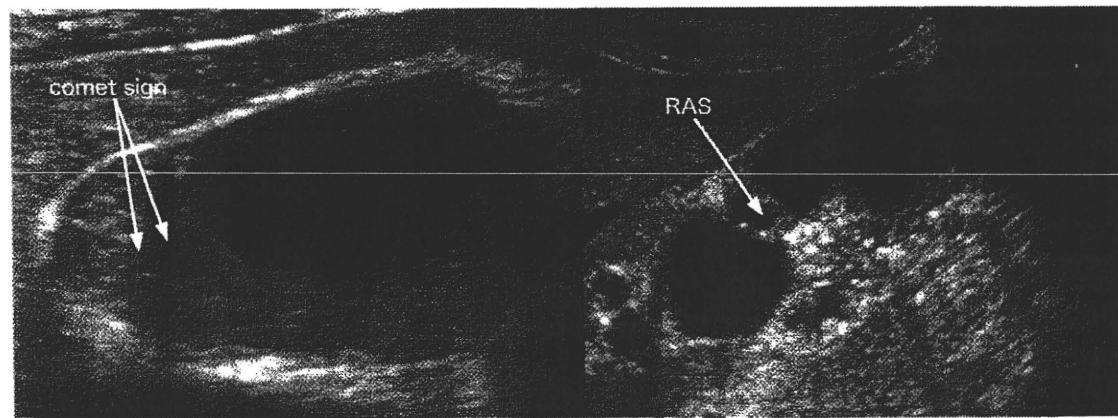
胆囊腺筋腫症の超音波像。(左) 壁肥厚による comet sign (右) 分節型の腺筋症。肥厚した部位に囊胞状に RAS を認める。
